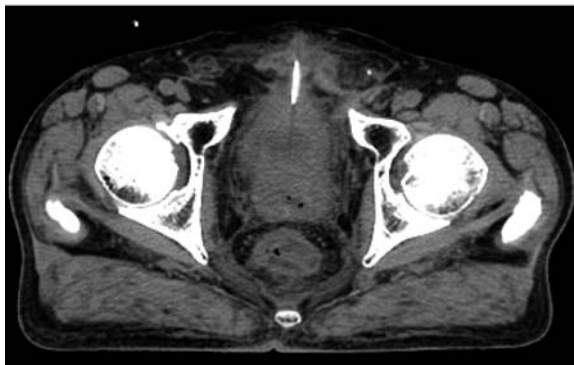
CT showed reductions of 47% in the primary tumor and 30% in the right obturator lymph node metastasis.
